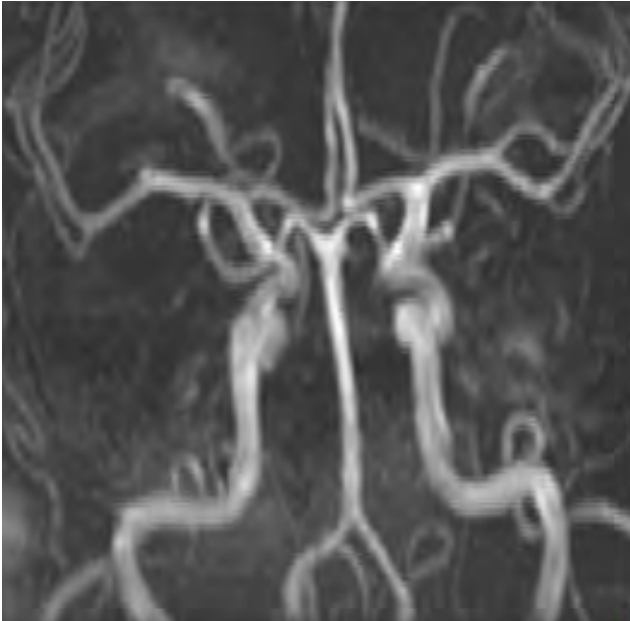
Angio-RMN de Polígono de Willis
